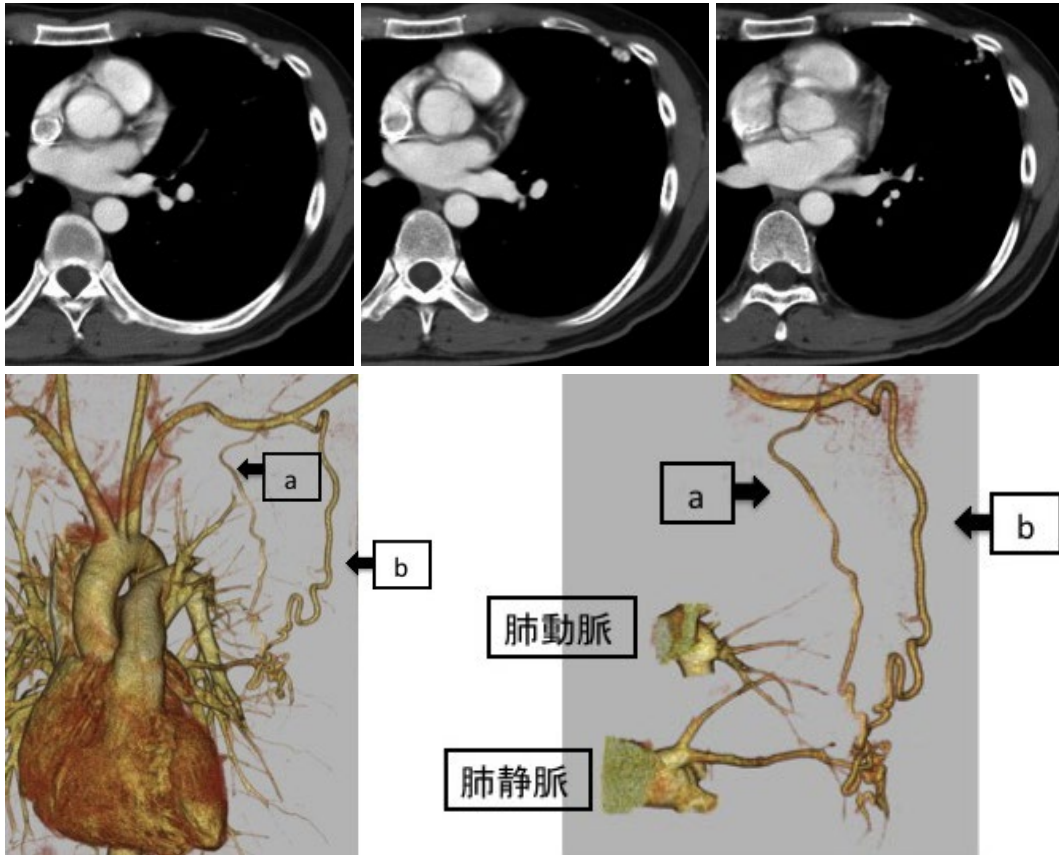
入院時胸部造影CT. 左舌区末梢の結節影に造影効果を認める. a: 近位側のシャント血管, b: 遠位側のシャント血管. Nidusを形成後, 肺動脈, 肺静脈へ流入している.
